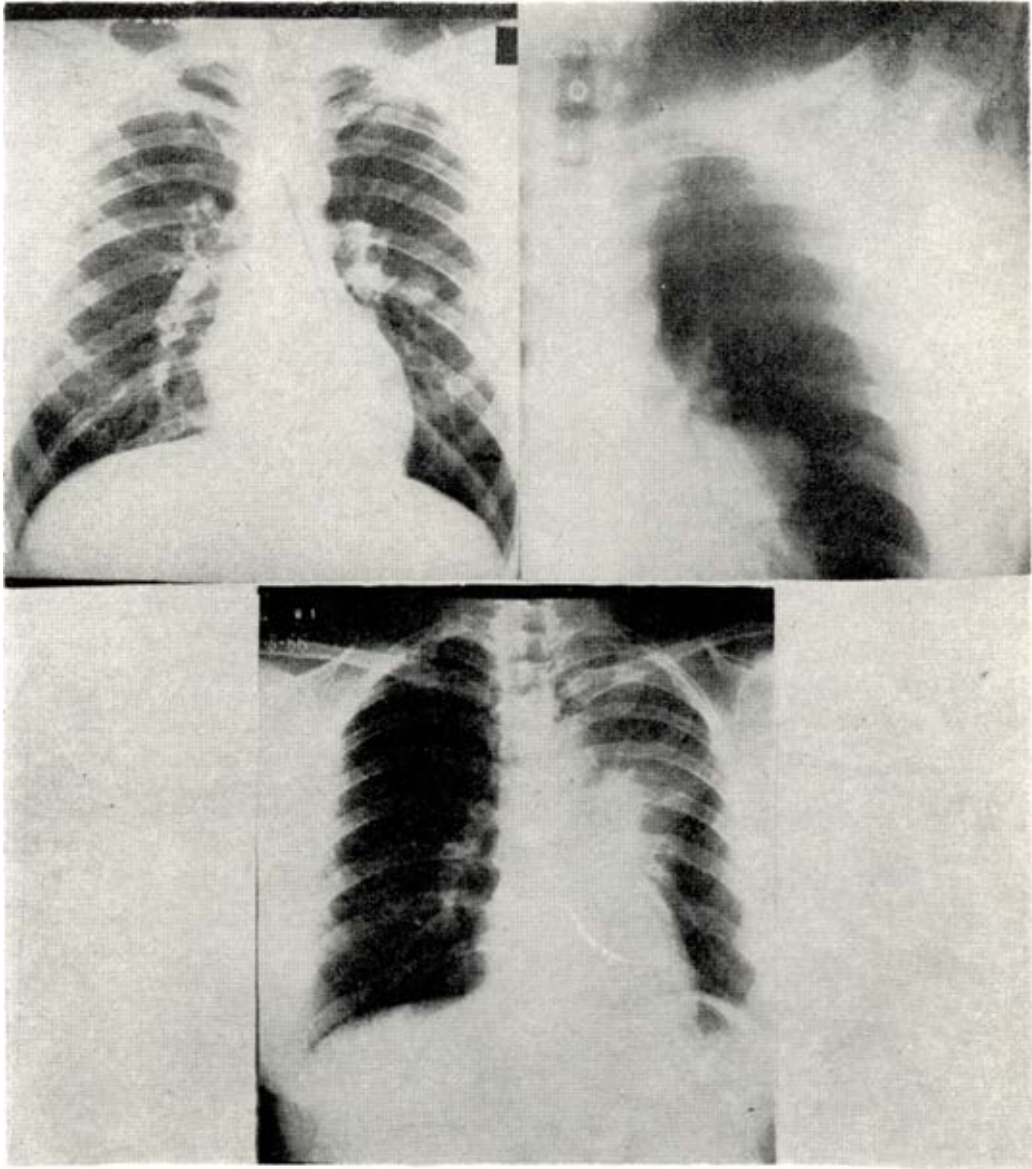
Radiografía simple y tomografía en dos casos de condroma y radiografía del enfermo con hemangioendoteloma.
